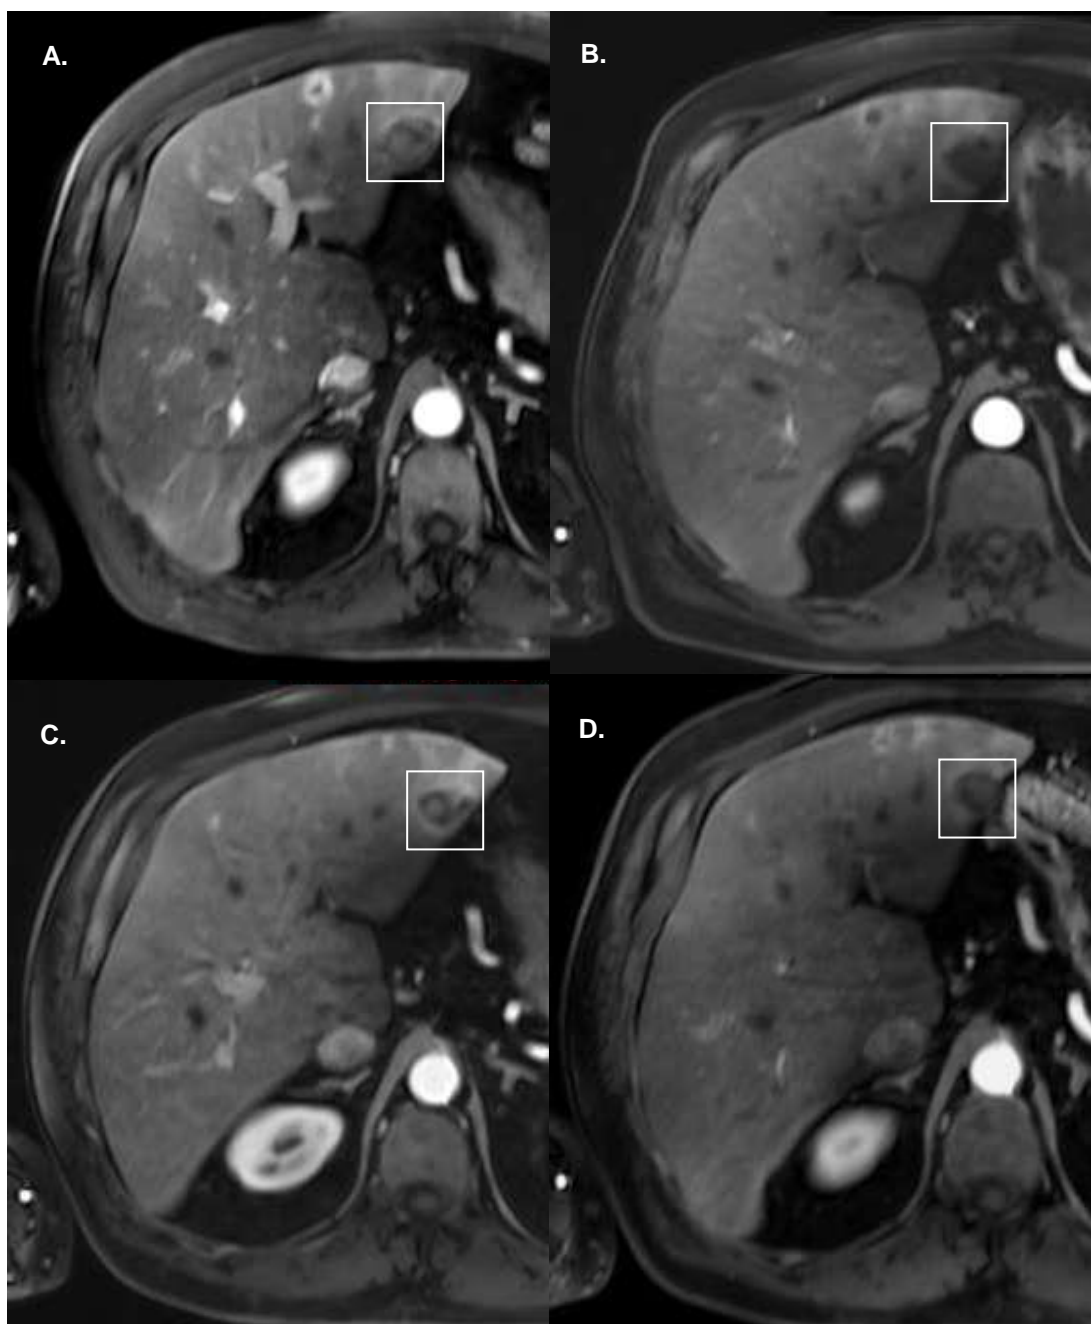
Planches d'IRM hépatique du patient n°1 de l'essai IDASPHERE ; A. avant traitement, B. 1 mois après CHE, nécrose complète de la lésion, C. 2 mois après CHE, une zone hypervasculaire de la lésion réapparaît, D. 4 mois après CHE, la nécrose est de nouveau complète. Nous avançons l'hypothèse suivante pour expliquer ce phénomène : le « 1^{er} effet » responsable de la nécrose complète à 1 mois est probablement dû à l'embolisation, le « 2^{ème} effet » celui responsable de la « nouvelle » nécrose complète à 4 mois est probablement dû à l'agent anticancéreux relargué tardivement par les microsphères.
